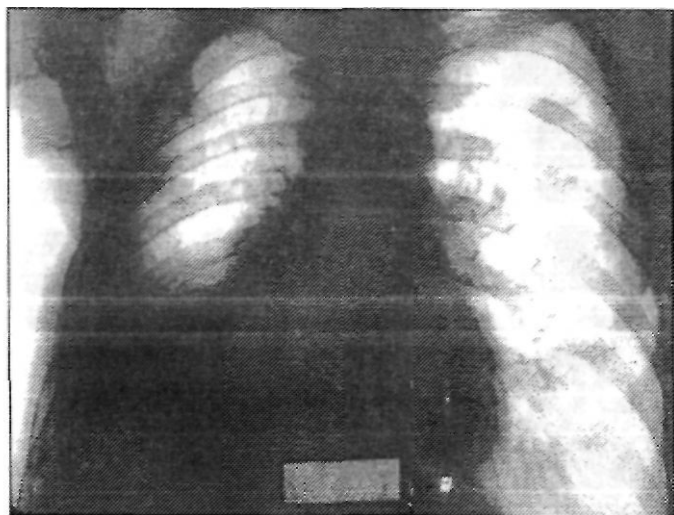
Тот же больной. Рентгенологическая картина перед выпиской. Верхняя доля справа полностью расправилась
